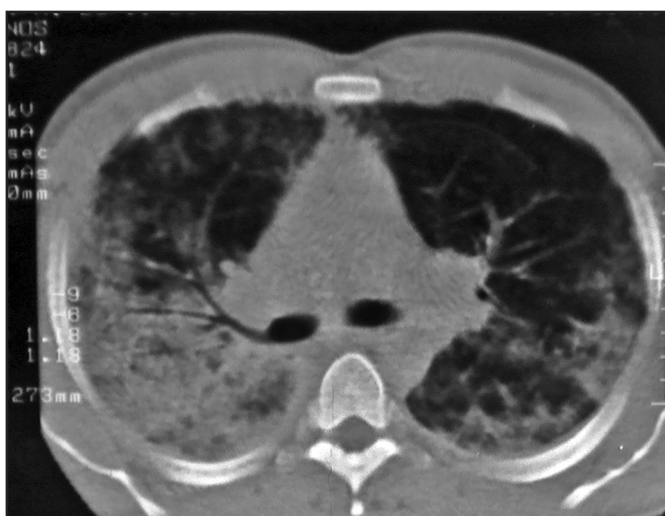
Tomografia de tórax com opacidade mista interstício-alveolar difusa bilateral, mais acentuada à direita.
